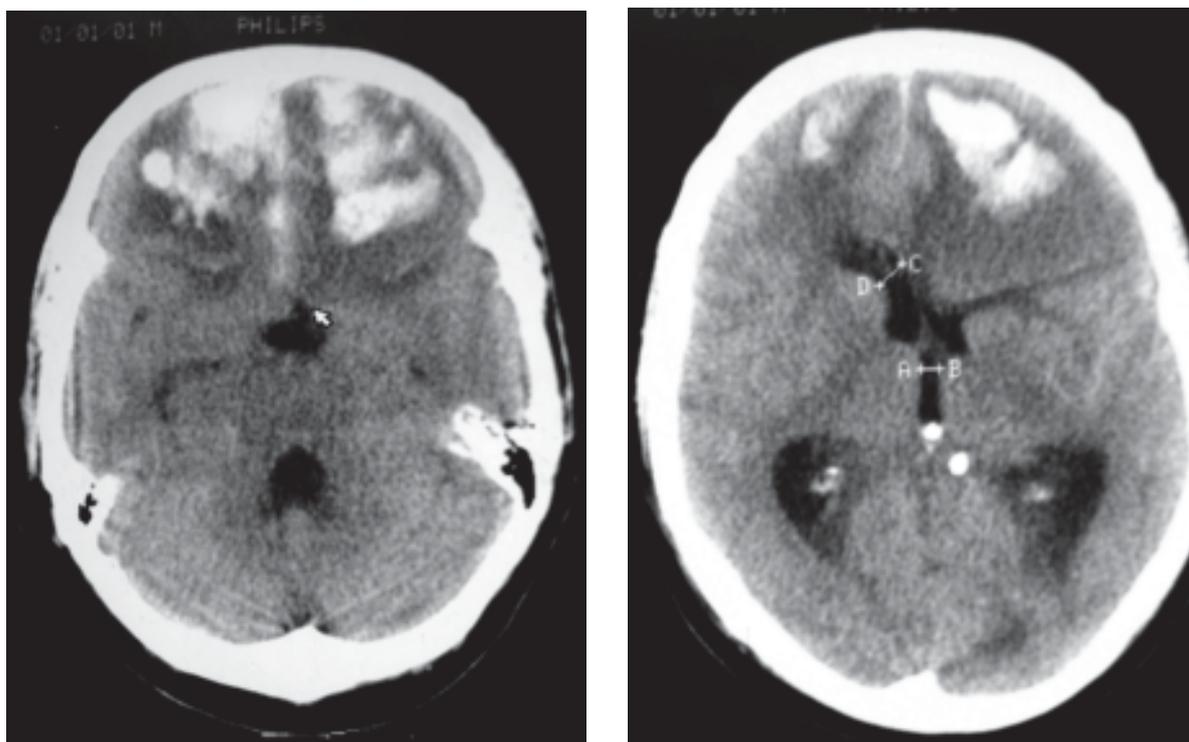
КТ больного М. Очаги ушибов 4 вида в лобных долях (падение на затылок).
